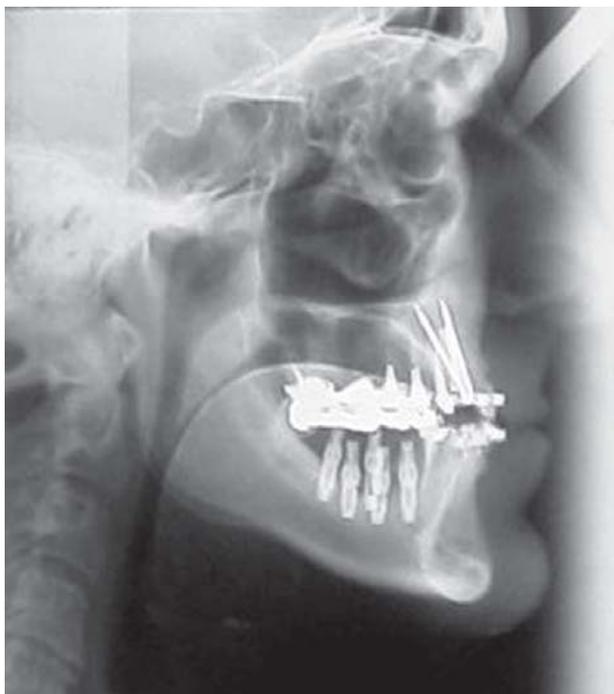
A radiografia cefalométrica pós-operatória revelou um aumento significativo no espaço aéreo posterior retrolingual (PAS = 20mm).
